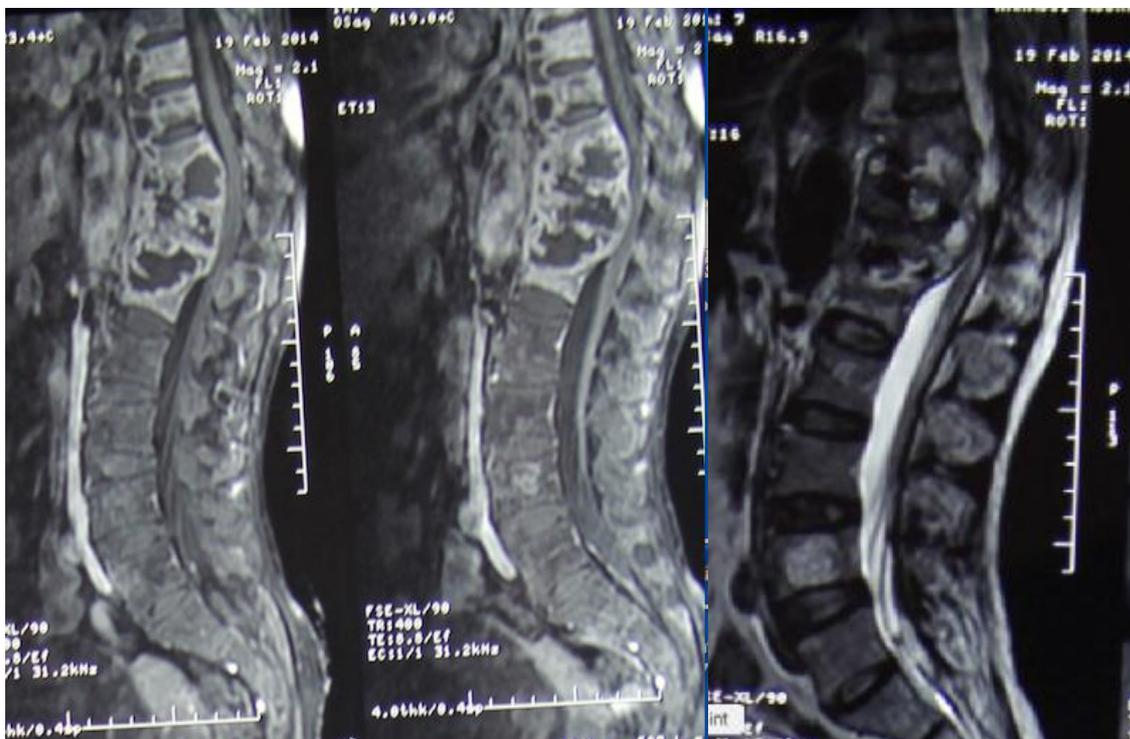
IRM Spinale T2 et T1 coupes Sagittales montrant une Spondylodiscite infectieuse étagées de la charnière thoracolombaire avec des abcès pré vertébraux.
